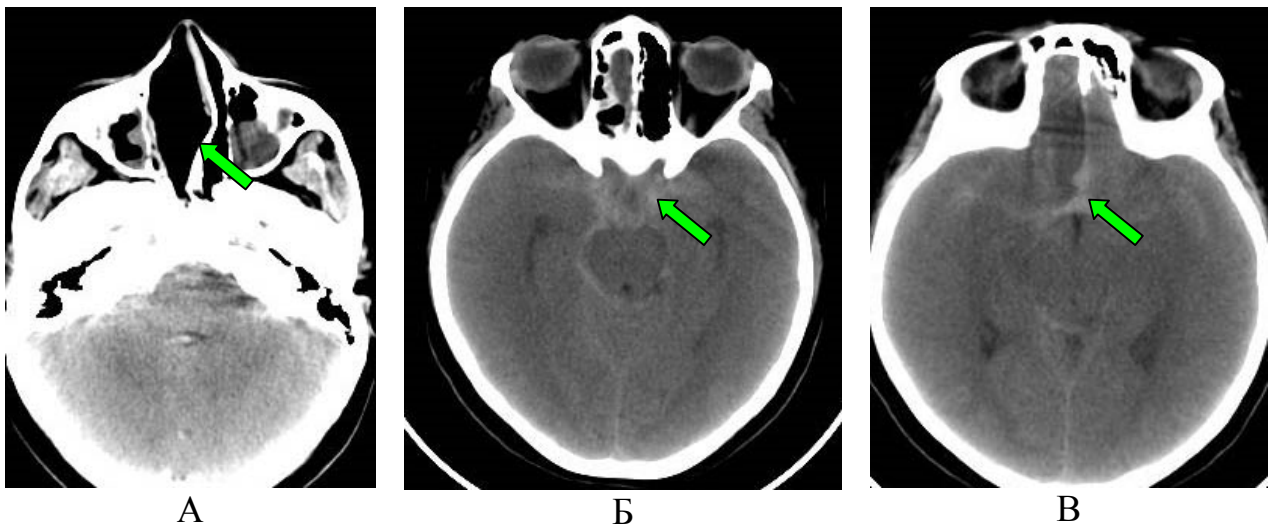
Пациентка Г-ва, 17 лет. КТ-изображение пациентки с трансэтмоидальной черепно-мозговой грыжей после операции. а - признаков остатков грыжевого мешка в полости носа нет (указано стрелкой); б, в – стрелками указано скопление крови в области базальных цистерн, в субарахноидальном пространстве
